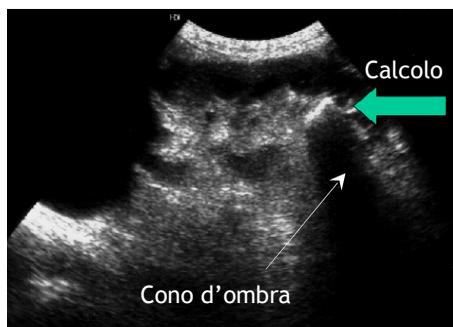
Ecografia renale: calcolo renale situato in un calice del gruppo inferiore
